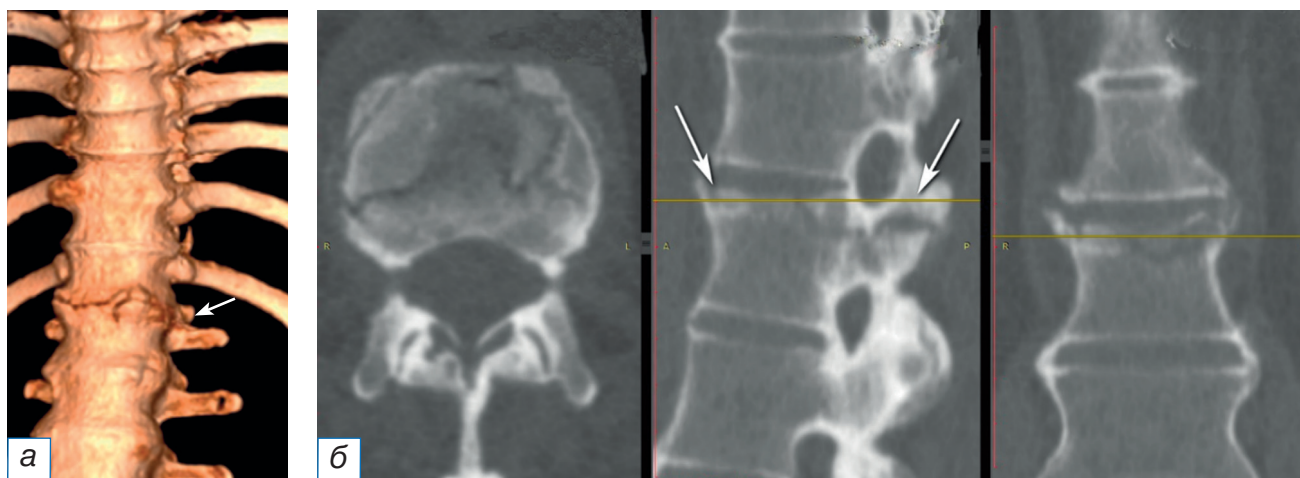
Предоперационная визуализация перелома с помощью мультиспиральной компьютерной томографии: а — 3D-реконструкция груднопоясничного отдела позвоночника; б — аксиальный, сагиттальный, фронтальный срез на уровне Th_{XII}–L_I (стрелкой указана линия перелома).
